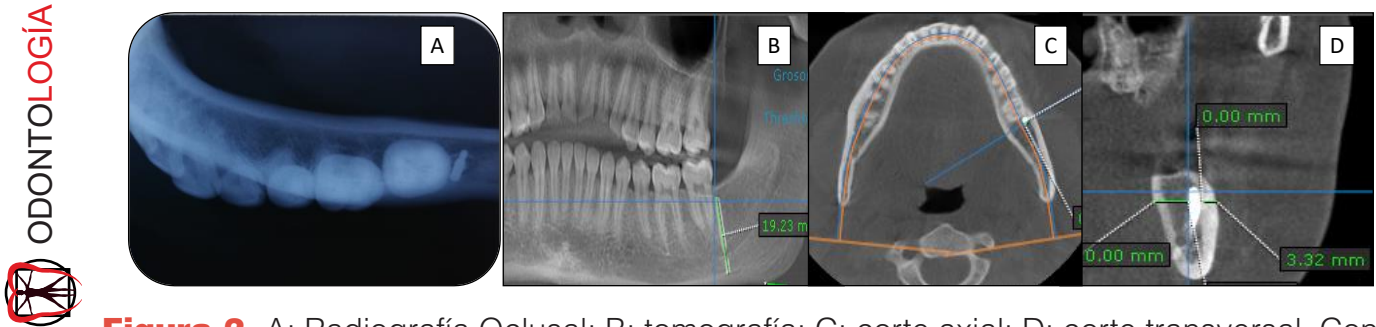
A: Radiografía Oclusal; B: tomografía; C: corte axial; D: corte transversal. Confirmación de cuerpo extraño; A: Occlusal Radiography; B: tomography; C: axial section; D: cross section. Foreign body confirmation.
